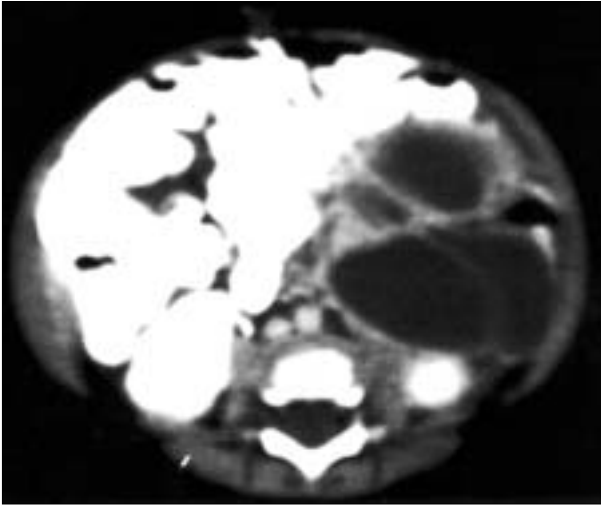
Computed tomography scan of abdomen shows a large multilocular infected mesenteric cyst
